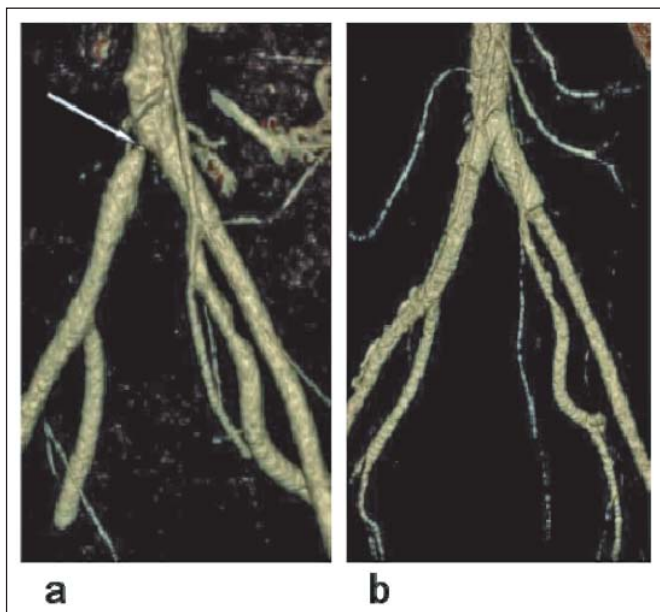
CT-Angiographie der Becken-Arterien in „volume rendering technique“ (VRT). (a): Höchstgradige proximale Beckenarterienstenose rechts (Pfeil); (b): Primärergebn nach Rekonstruktion der Aortenbifurkation in Kissing-Stent-Technik.
